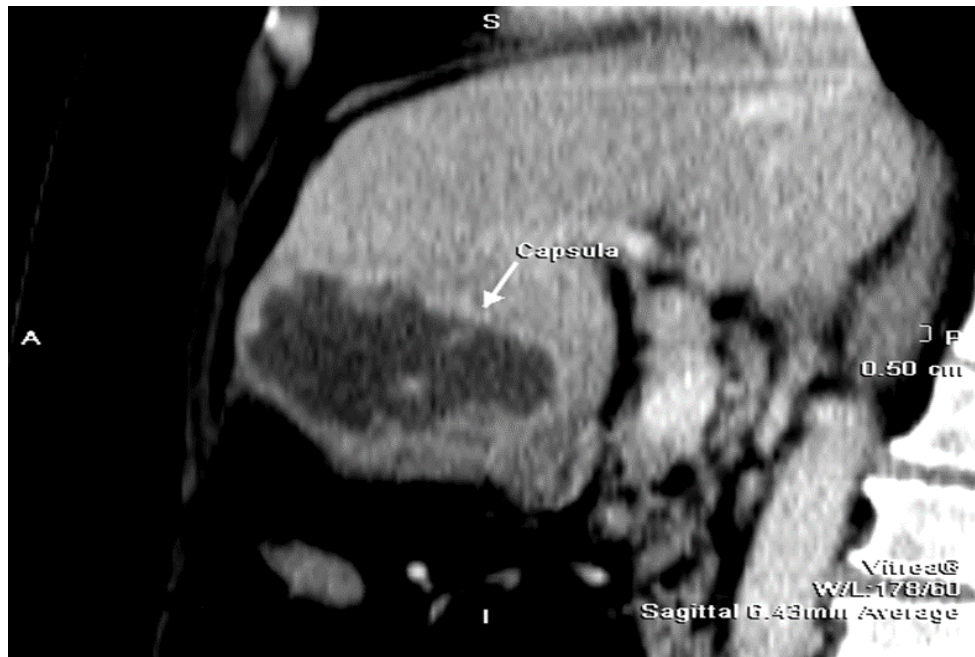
Фрагмент КТ. Абсцес печінки з наявною чіткою товстостінною капсулою
